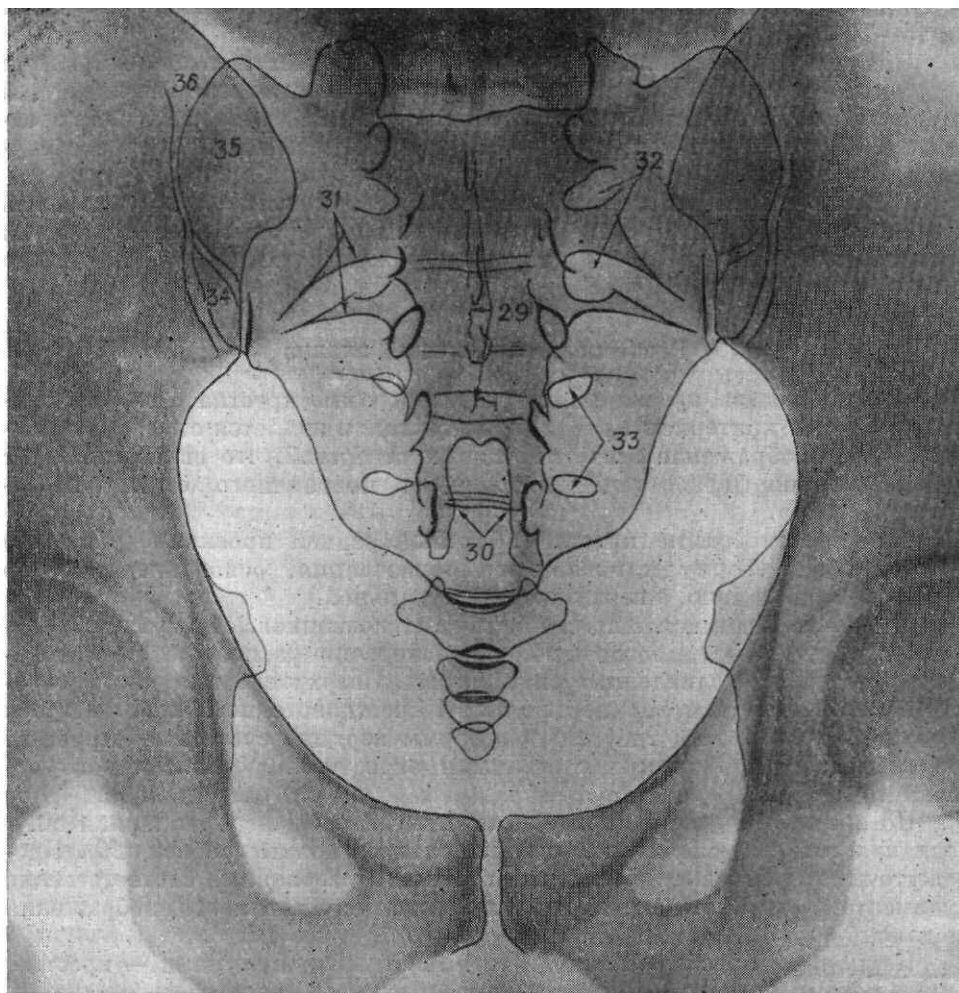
Рентгенограмма крестца в прямой задней проекции.
